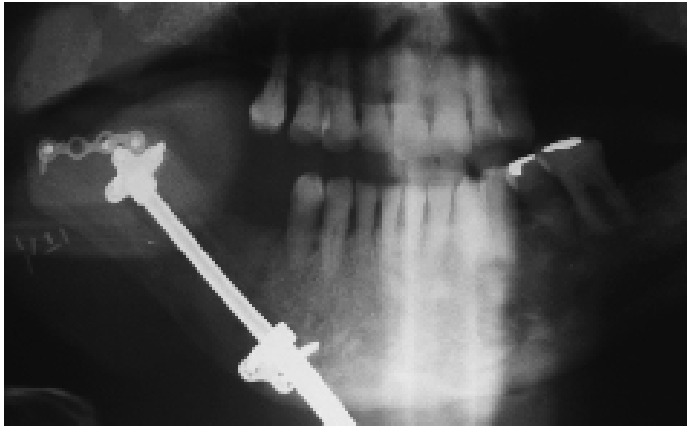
Radiographie panoramique montrant une distraction : Notez la formation osseuse dans la région du corps et de l'angle mandibulaire gauche. Gonzales et coll. (58).
